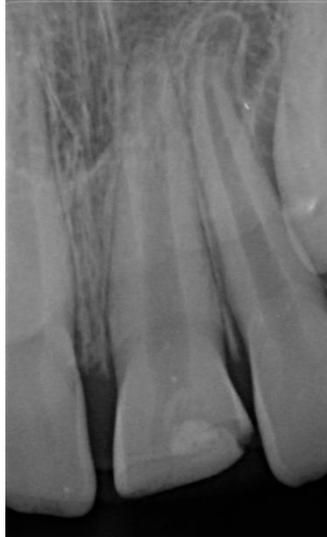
Radiographie rétroalvéolaire postopératoire du coiffage direct sur 21 à 1 mois
